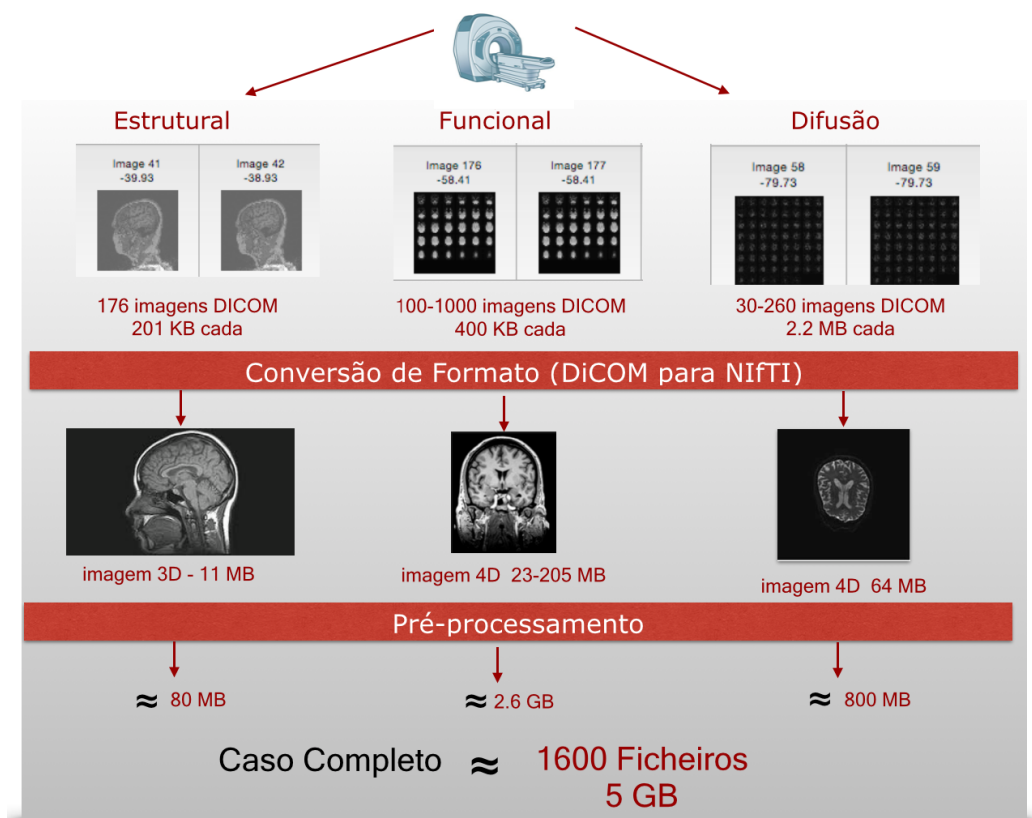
Volume de dados aproximado para um caso completo de estudo de MRI
